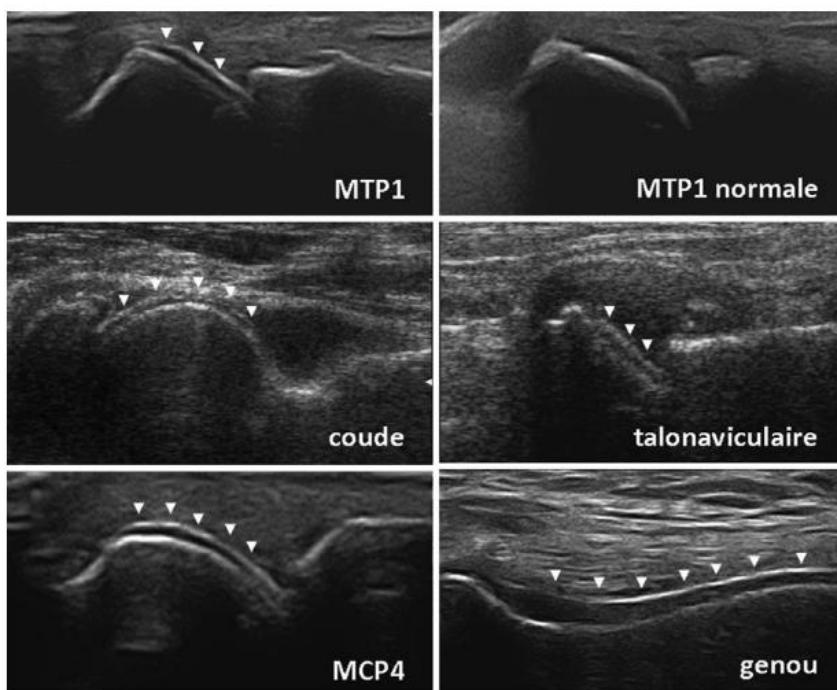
C Aspects échographiques dits «en double contour» à la surface du cartilage (dépôts de cristaux d'urate).
